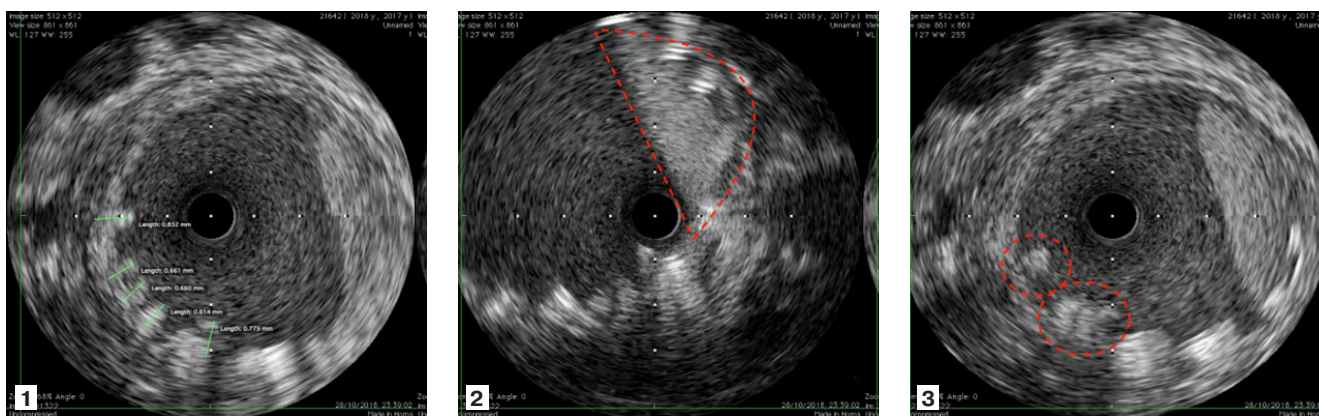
Пролабирование атеросклеротических масс на ВСУЗИ после имплантации стента в ВСА: 1 — определяются признаки протрузии в секторе 6-9 ч условного циферблата, 2 — красным цветом обозначена зона замедления тока контрастного вещества вследствие массивной эмболизации защитного фильтра, 3 — определяются признаки выраженной протрузии в секторе 7-8 ч условного циферблата.
